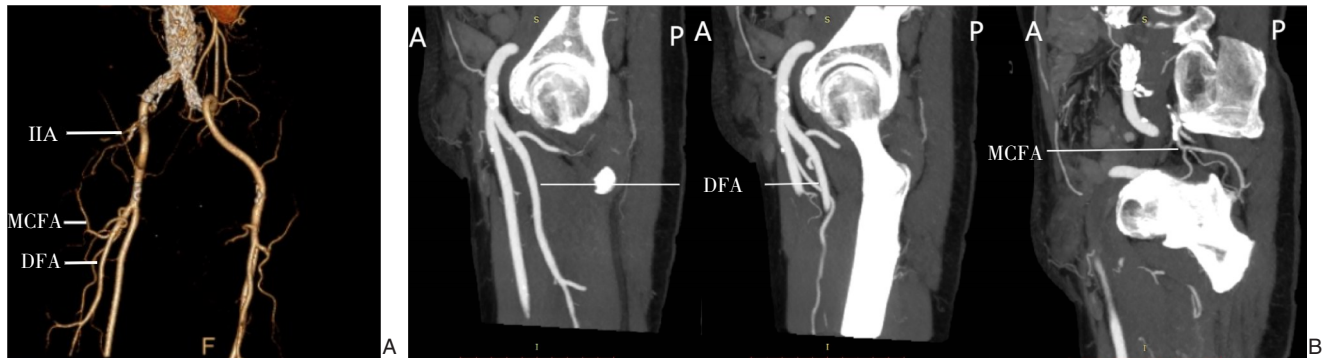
DFA与IIA之间侧支血管建立 A: DFA与IIA之间经由MCFA建立侧支形成患者的CT三维重建图像; B: DFA-MCFA-IIA侧支的矢状面观
